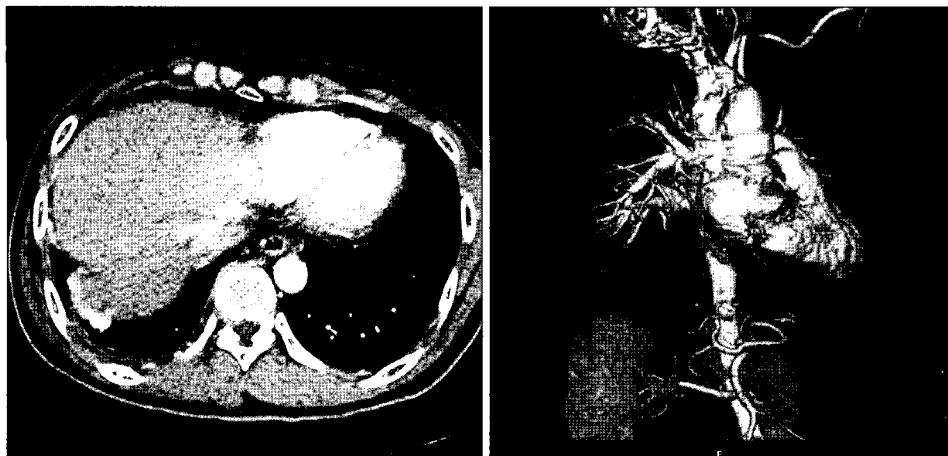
The mass and tortuous intercostal arteries disappeared at follow-up chest CT.
